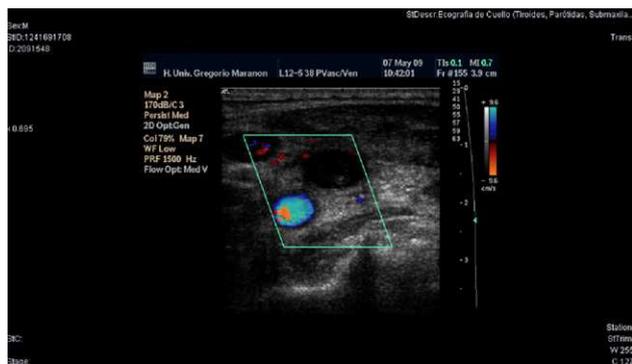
Ecografía doppler de cuello en la que se evidencia contenido hiperecogénico en la vena yugular interna sin que se detecte flujo Doppler.
